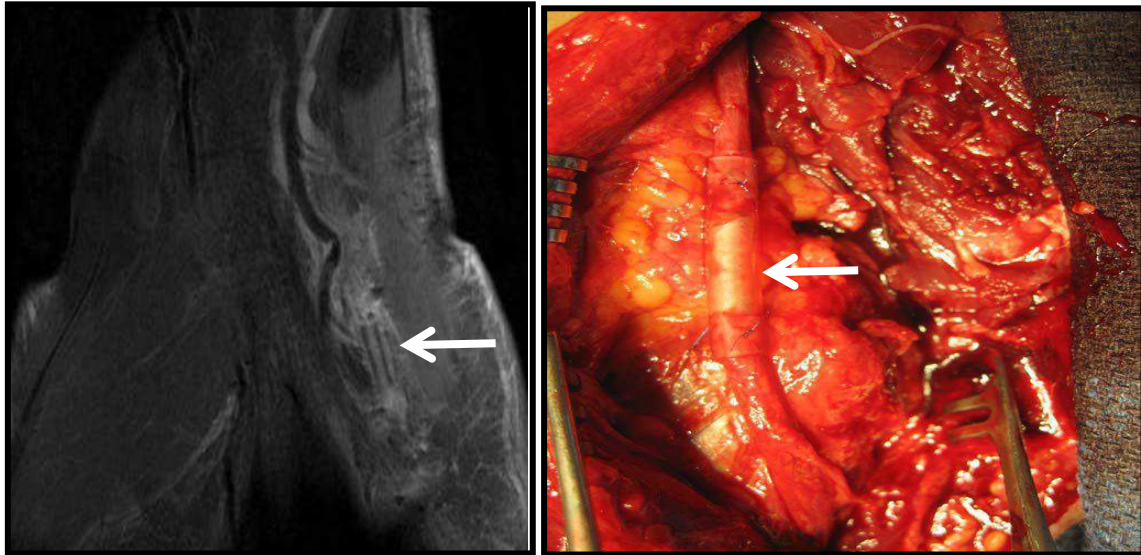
Image et IRM d'une section traumatique du nerf ulnaire au niveau de la région palmaire.
